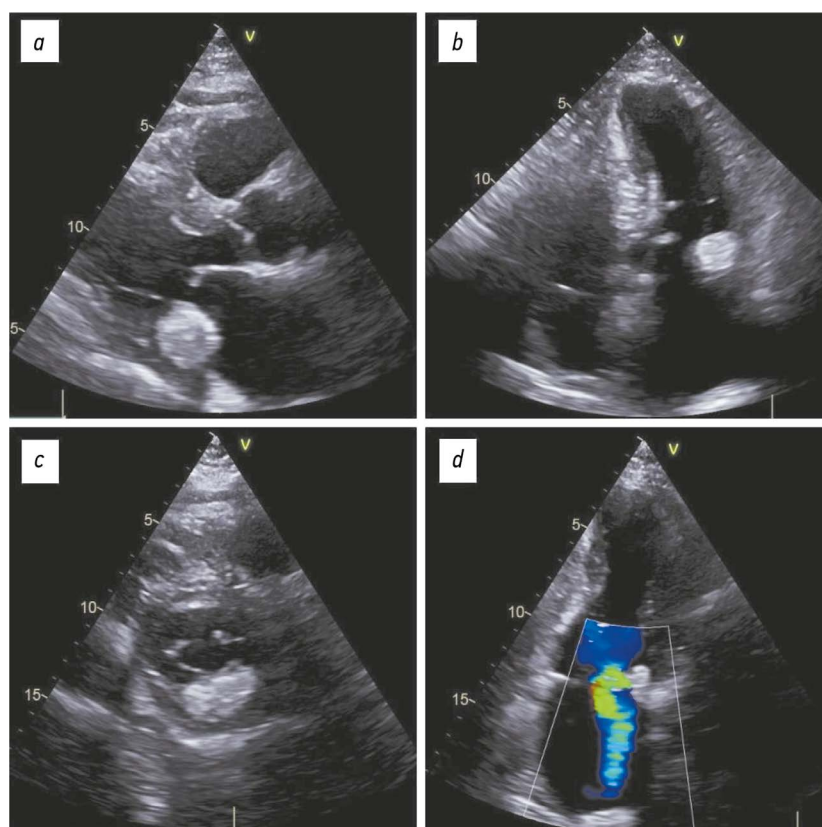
Трансторакальная эхокардиография, В-режим — клинический случай 1: *a–c* — объёмное образование в области задней створки митрального клапана; *d* — признаки митральной регургитации при доплерографии; *a* — парастеральный доступ, длинная ось левого желудочка; *b* — апикальная четырёхкамерная позиция; *c* — парастеральный доступ, короткая ось на уровне митрального клапана; *d* — апикальная двухкамерная позиция.
